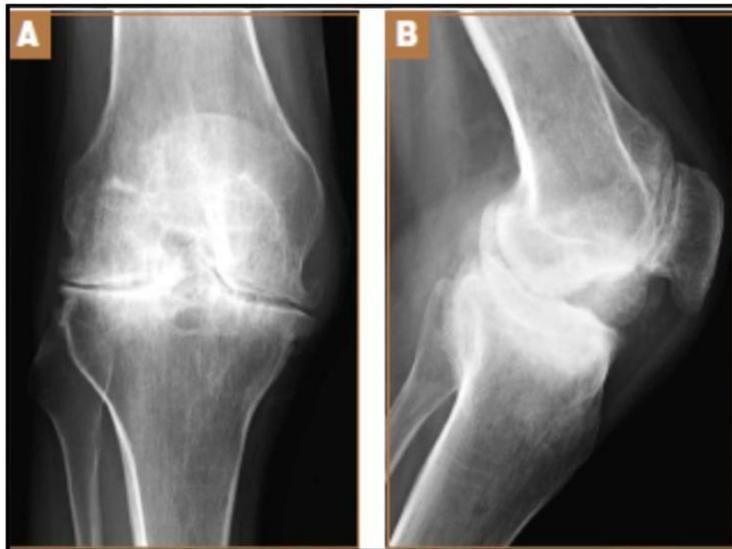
Radiographie montre une AH avancé du genou. (A) en antéropostérieur et (B) vue latérale. (Skaliczki et al., 2006)
